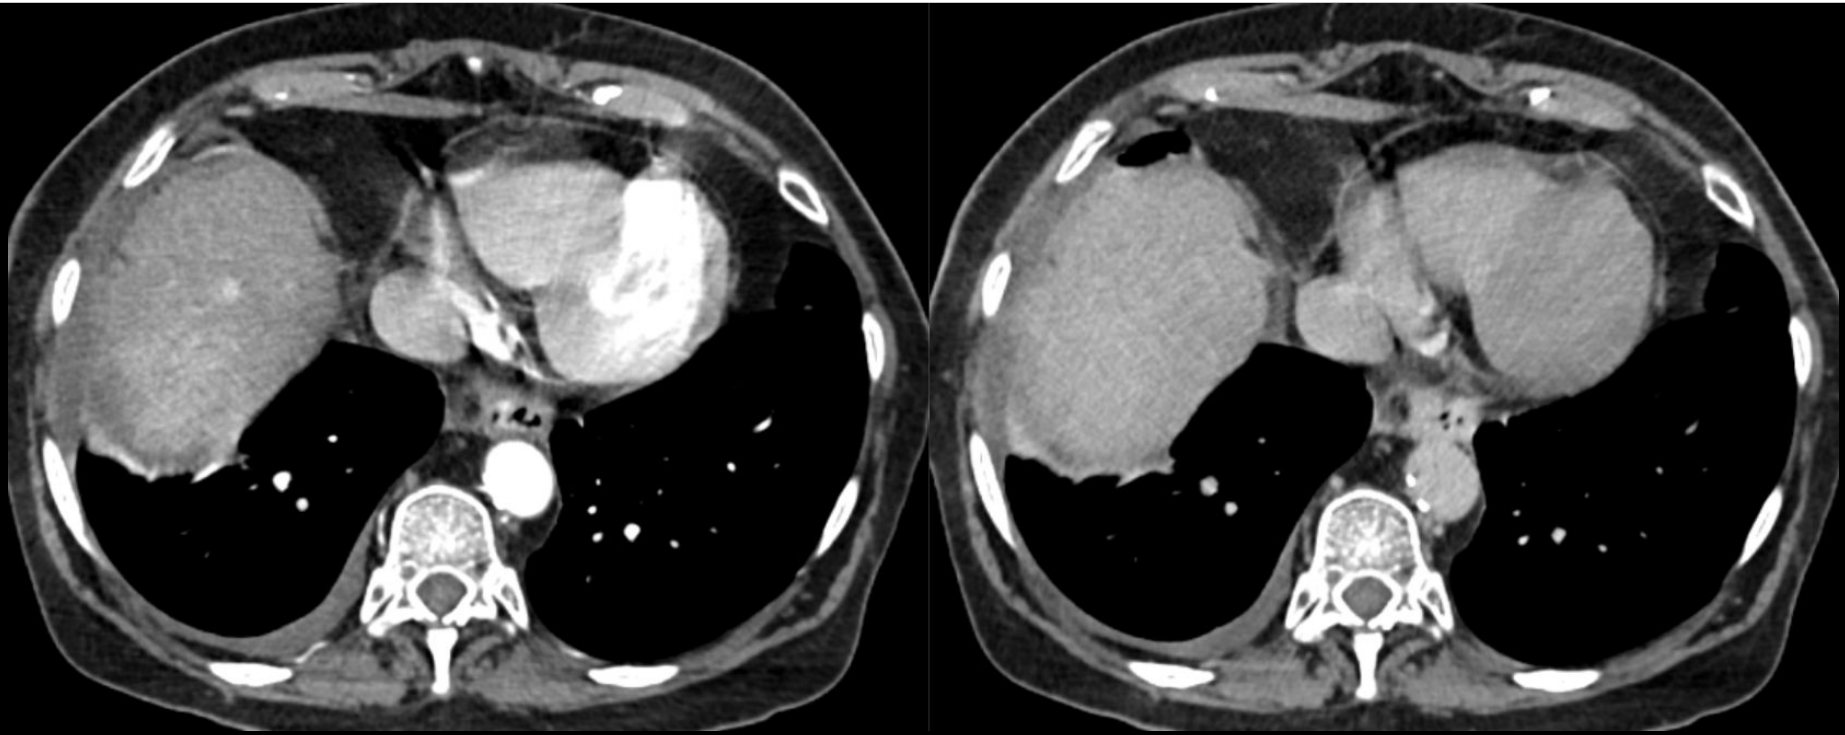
Categoría LR-3: <10 mm. Hiper captación arterial no en anillo. TC con contraste en fase arterial (izquierda) con captación de nódulo <10 mm en segmento VIII y en fase venosa (derecha) que no muestra lavado.
